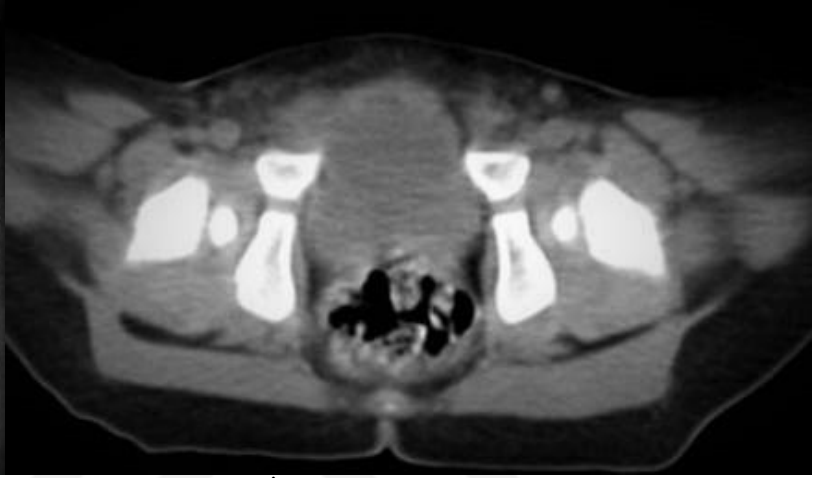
C) 24 ay sonraki takip grafisi
